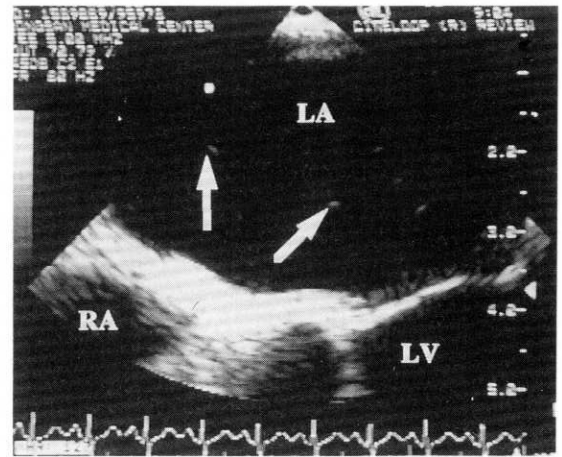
Transesophageal echocardiography showing patent foramen ovale(During valsalva maneuver agitated saline penetrate into interatrial septum(arrow)).
